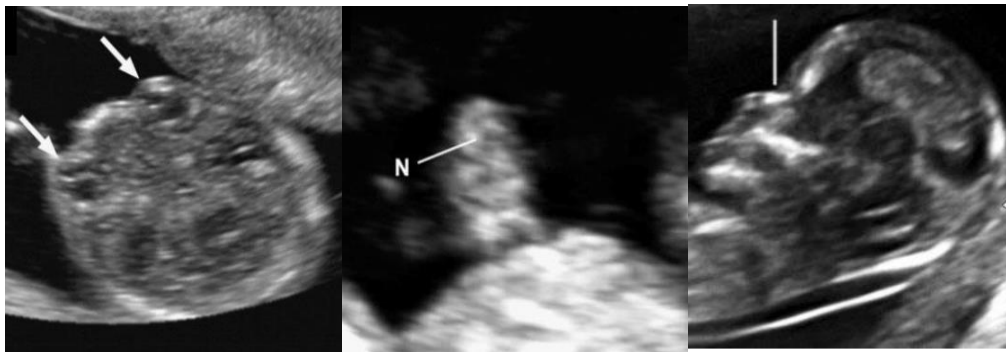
Visualización de los ojos con presencia de cristalinos, boca y hueso nasal durante la ecografía del I Trimestre
